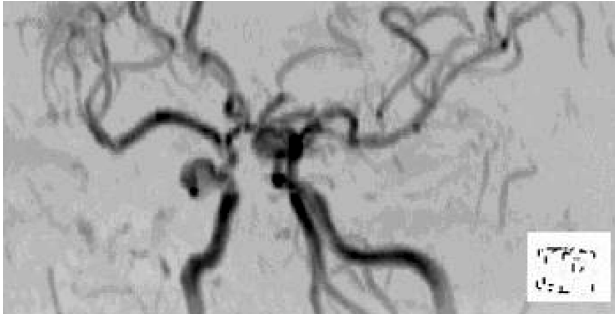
Angiografía por Resonancia Magnética e inversión del contraste (ARM). Se observa aneurisma sacular bilobulado derecho y aneurisma con looping del lado izquierdo.
